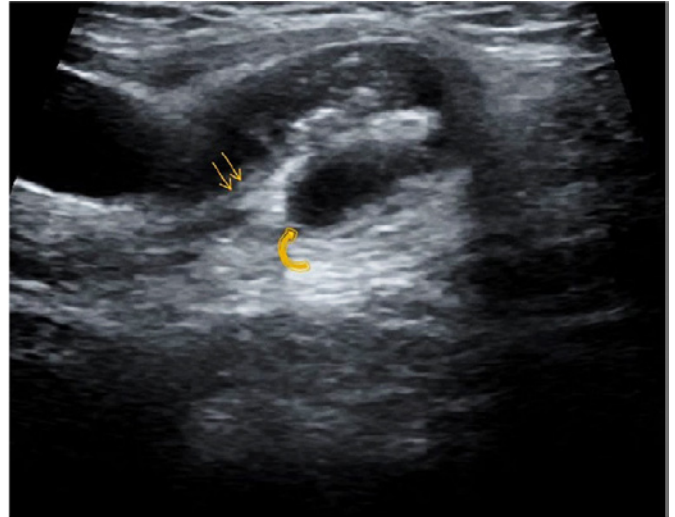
Ecografía mostrando apéndice inflamado en el saco herniario inguinal (flechas finas), con extremo ciego (flecha curva) en el saco herniario⁴.
